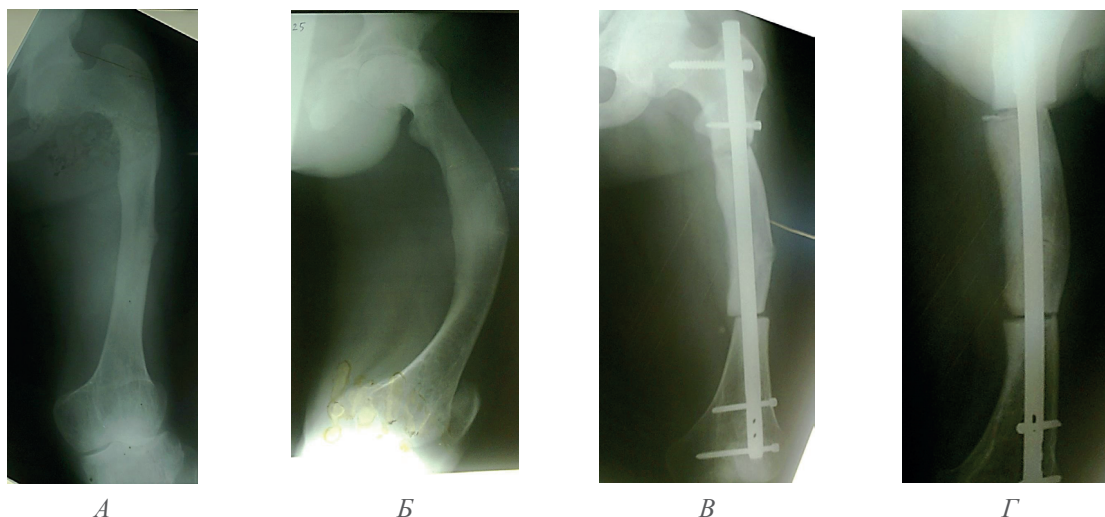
Рентгенограммы левой бедренной кости пациента Б.
